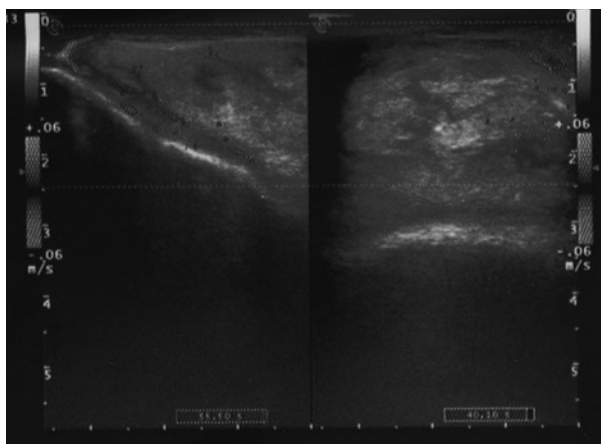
УЗИ той же области после абляции
